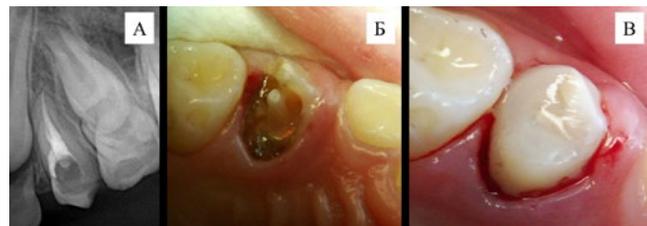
А — прицельная внутриротовая рентгенограмма: щечный и небный корневые каналы запломбированы гуттаперчевыми штифтами методом латеральной конденсации; Б — стекловолоконный штифт зафиксирован на RelyX U200; В — зуб 2.4 восстановлен композитным материалом и подготовлен для дальнейшего протезирования
